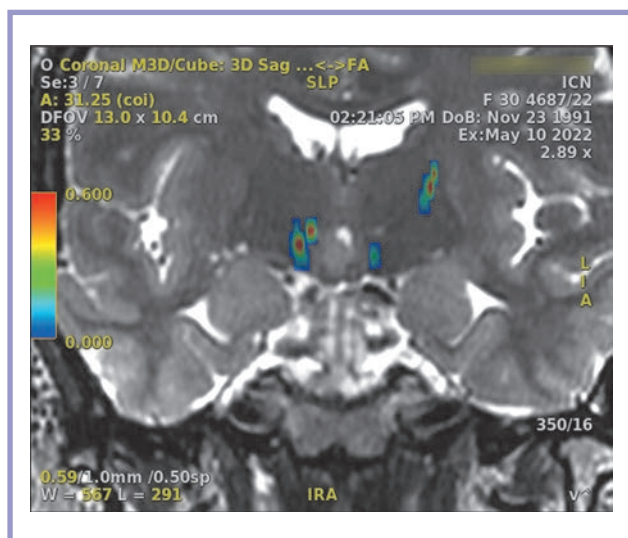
Магнитно-резонансное томографическое планирование лечения с использованием фокусированного ультразвука под контролем магнитно-резонансной томографии.
